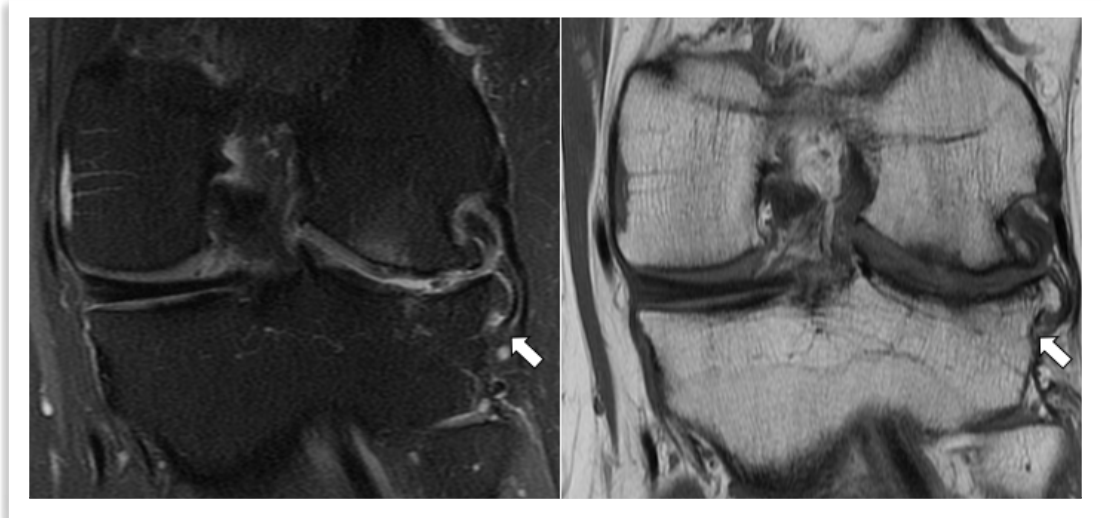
Artropatía degenerativa femorotibial en RM. Secuencias coronales DP con supresión grasa y T1. Reducción de amplitud del espacio articular femorotibial lateral, esclerosis, edema subcondral y osteofitos (flechas).
